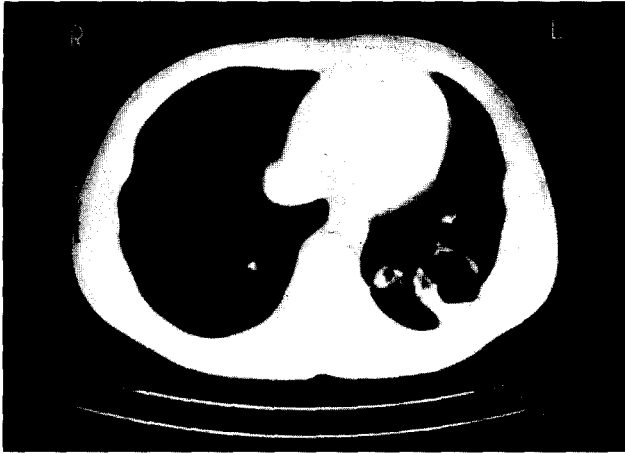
Chest CT 7 weeks after trauma showing no significant changes in the wall thickness of the cavity and more increased air-fluid level in comparison with that of chest CT 4 weeks after trauma
